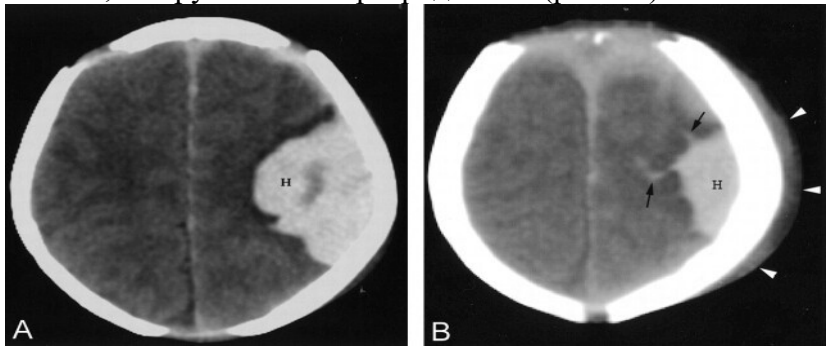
А. КТ показує праву пристінкову паренхіматозну гематому (H);
